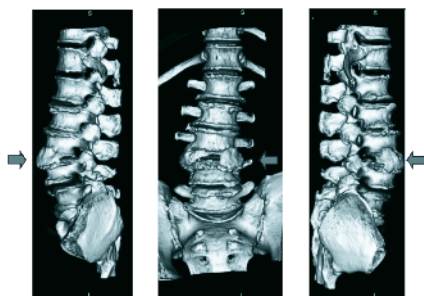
Imagens de reconstrução 3D da RMN – “Alterações inflamatórias na periferia do disco intersomático de L2/L3 e L3/L4...Os aspetos podem traduzir alterações inflamatórias/infecciosas numa fase precoce, a correlacionar com clínica.”
